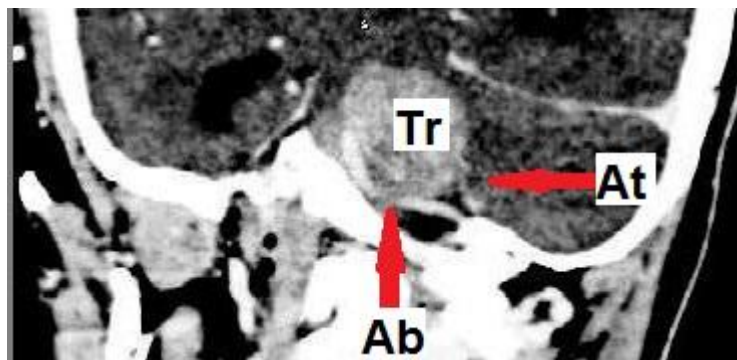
Пациентка С. (КТ в косой проекции), петрокливальная менингиома деформирует и смещает латерально базилярную артерию (Ab), видна артерия, питающая опухоль (At)
